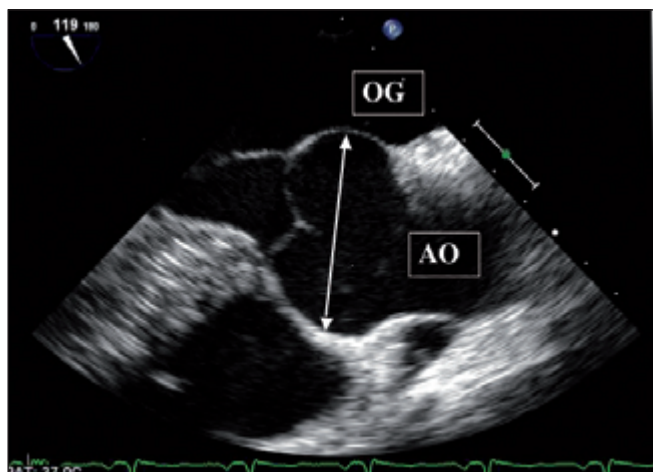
Coupe à 120° en échographie transœsophagienne mettant en évidence une dilatation anévrysmale majeure de l'aorte ascendante au niveau des sinus de Valsalva (flèche). AO : aorte ; OG : oreillette gauche.
